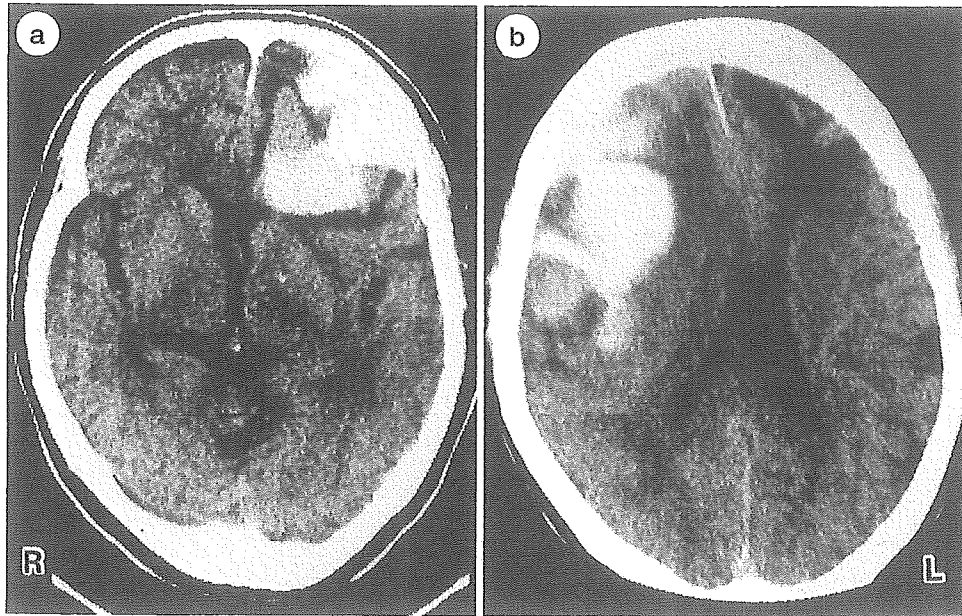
再発性の脳葉型出血をきたしたCAAの82歳女性の頭部CT像
